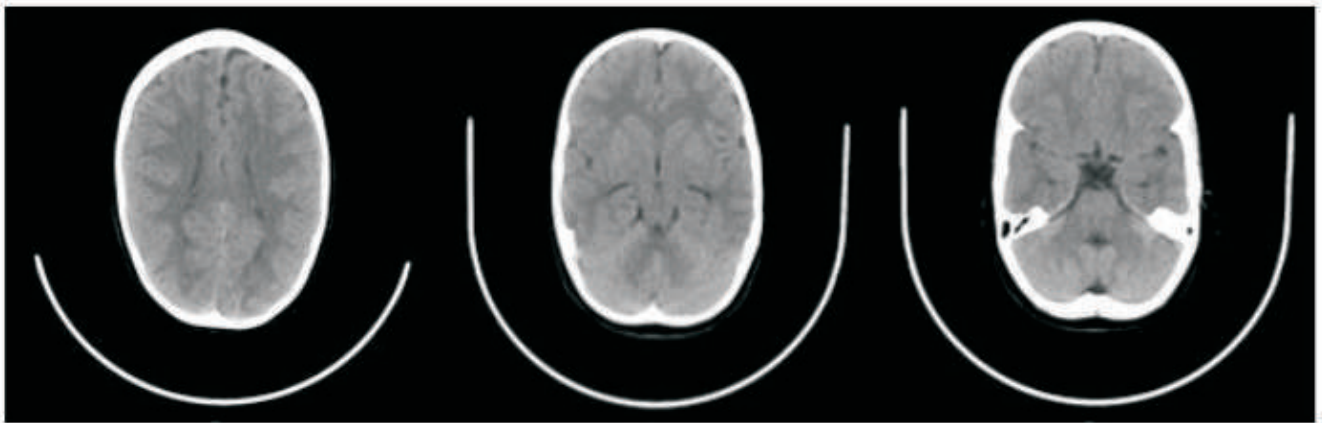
Tomografía Computerizada craneal sin alteraciones
